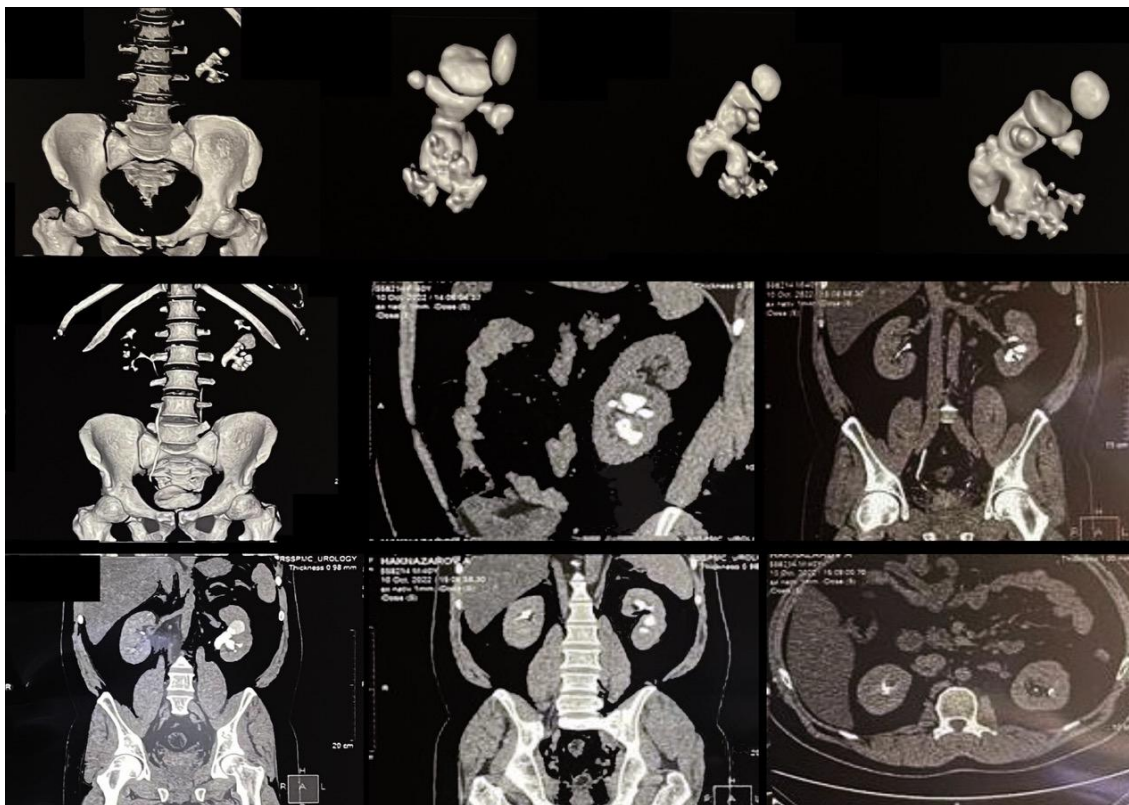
Коралловидный камень левой почки при мультиспиральной компьютерной томографии
